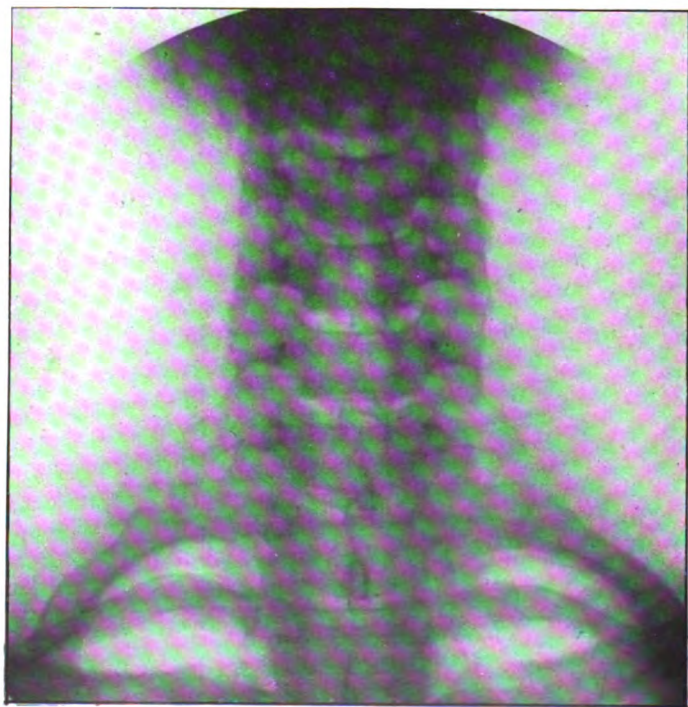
(Radiographie de M. Thoyer-Rozat.) — *Sujet normal, radiographié en position antéro-postérieure* (pour comparer avec la fig. 6).
